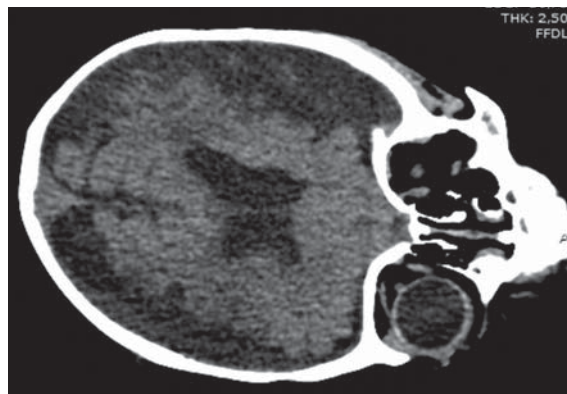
КТ головного мозга. КТ-картина субдуральной гематомы (в подострой стадии) правой лобно-теменной области и субдуральной гигромы слева; уменьшения объема вещества головного мозга (вероятно, кистозно-глиозные изменения); расширения ликворных пространств
